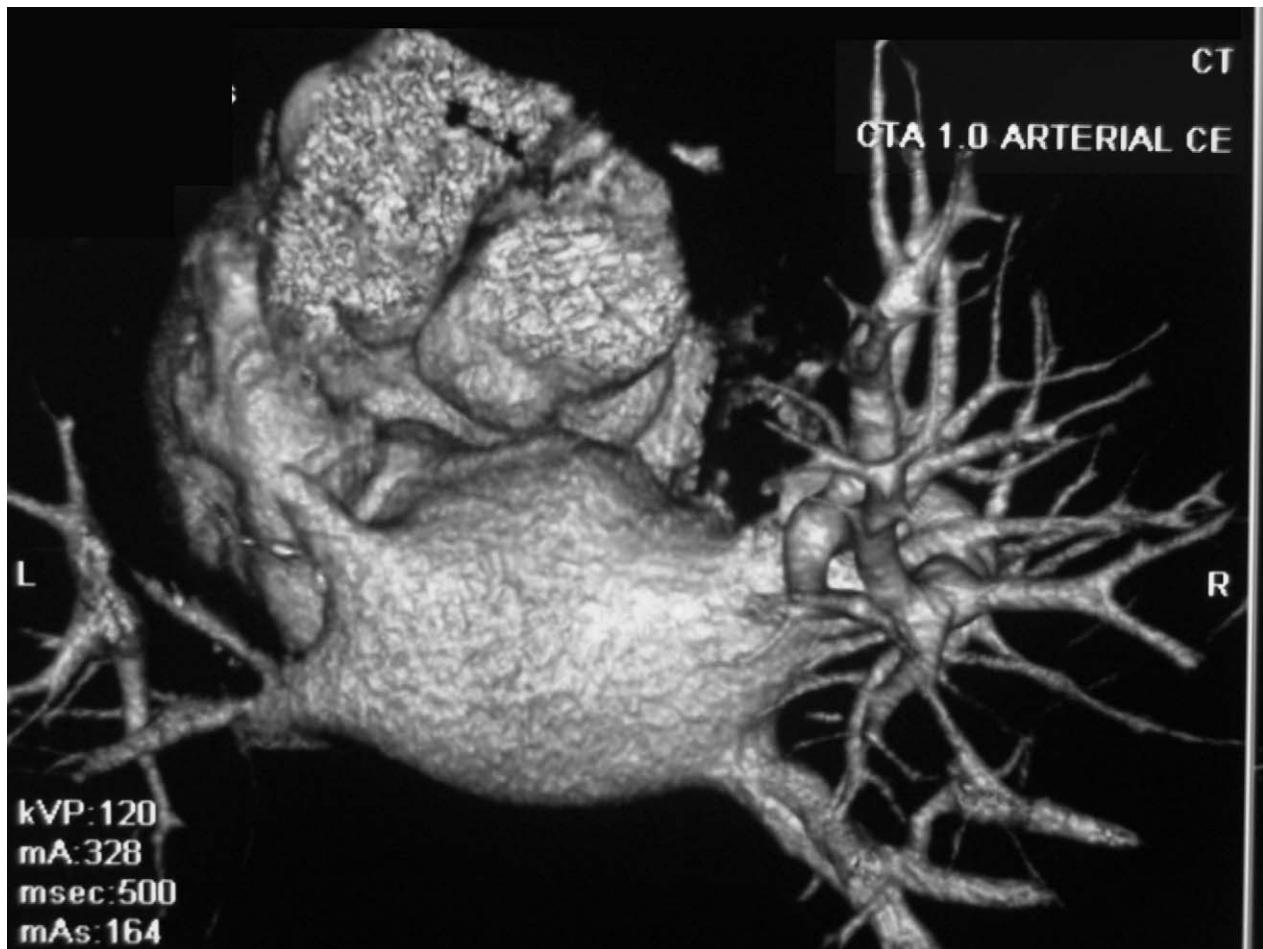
Angiotomografía de venas pulmonares: se observa una amputación completa de la luz de la vena pulmonar superior izquierda, manteniéndose el confluente venoso superior derecho con diámetro normal. Los confluente venosos inferiores derecho e izquierdo presentaban un diámetro reducido a la altura del ostium.
